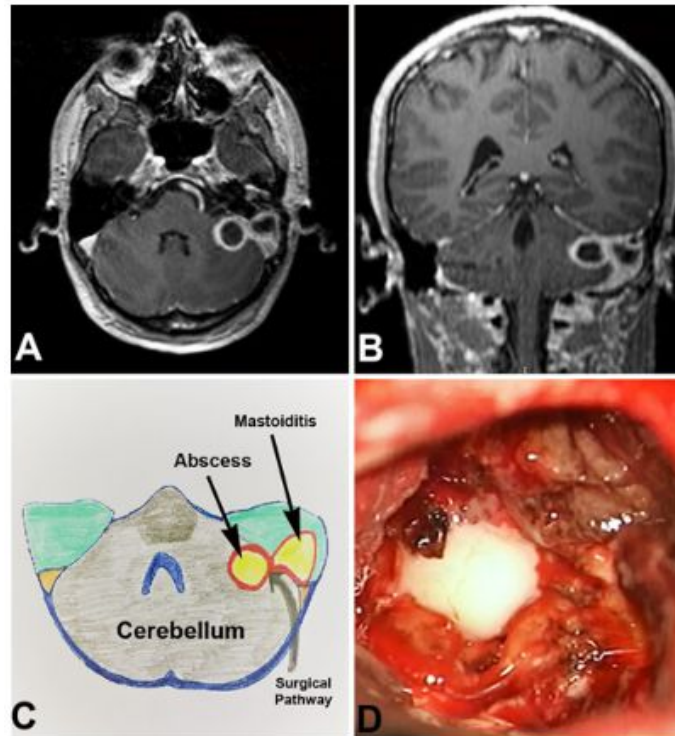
Contrast-enhancing axial (A) and coronal (B) T1-weighted MRI scans obtained in a patient with a left cerebellar abscess and left temporal mastoiditis. The left retrosigmoid approach was used (C), and the yellow abscess material was drained (D). Then, the mastoid part of the temporal bone was drilled, and the infection material within the bone was removed.
